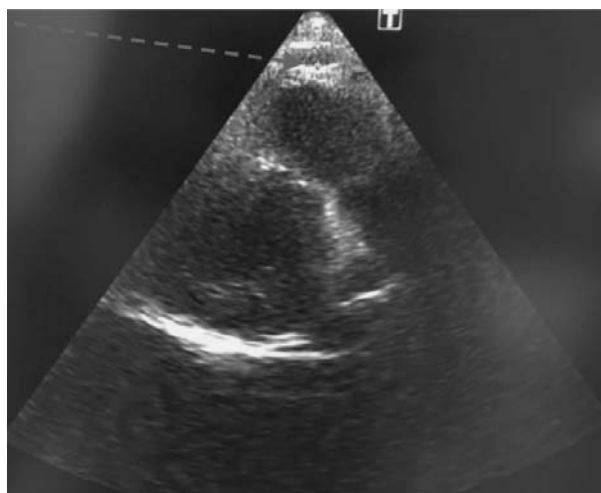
Ecocardiografie transtoracică cu vizualizarea țesutului adipos epicardial.
